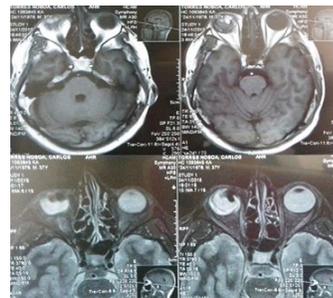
RMN DE ORBITA (HCAM) .En los diversos cortes se visualizan lesión intralobular proyectándose hacia el vítreo.
